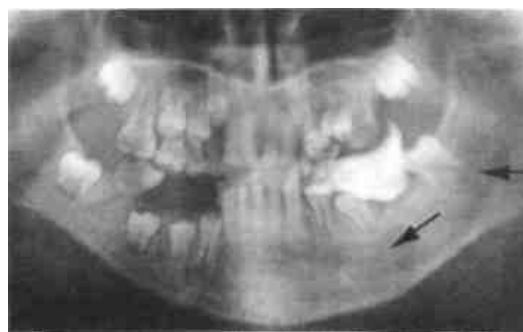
Ортопантомограмма ребенка с гемангиомой нижней челюсти (левой половины и подбородочного отдела). На альвеолярный отросток в участке удаленного 36 зуба наложена каппа из быстротвердеющей пластмассы, фиксирующая тампон из йодоформной марли для гемостаза
